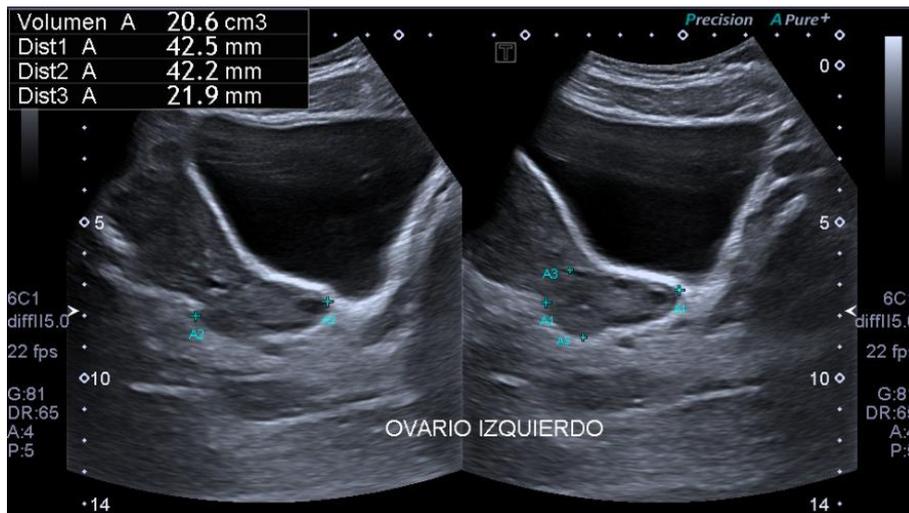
Ecografía pélvica supra pùblica de la paciente. Ovario izquierdo con formaciones quísticas
